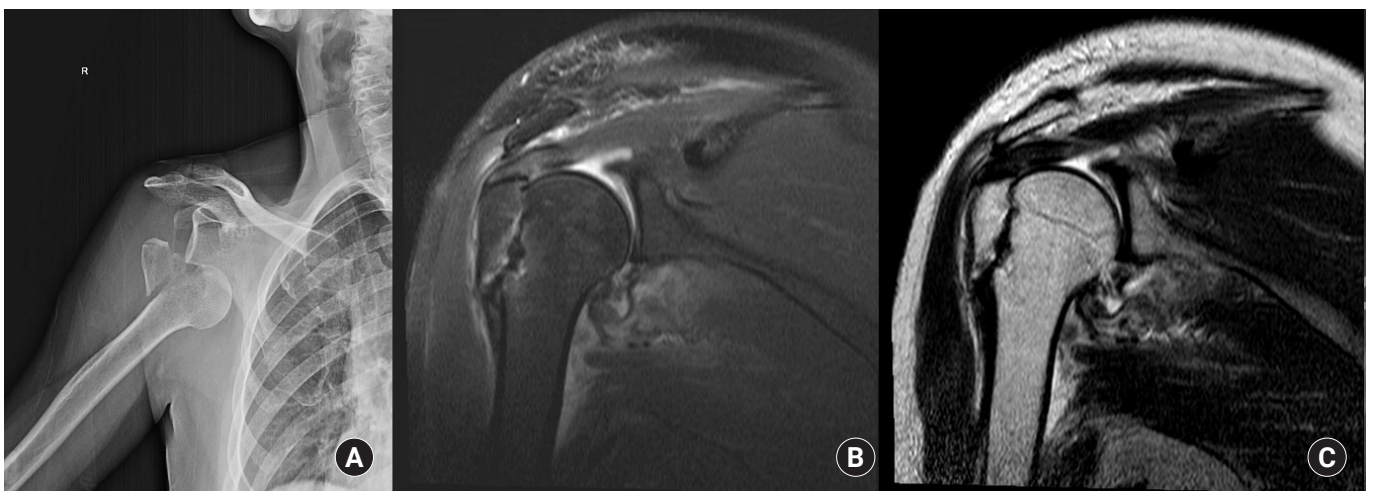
(A) Radiography of a 53-year-old female patient showing a greater tuberosity fracture of right humerus with shoulder dislocation. (B, C) Magnetic resonance images after reduction showing greater tuberosity fracture.
